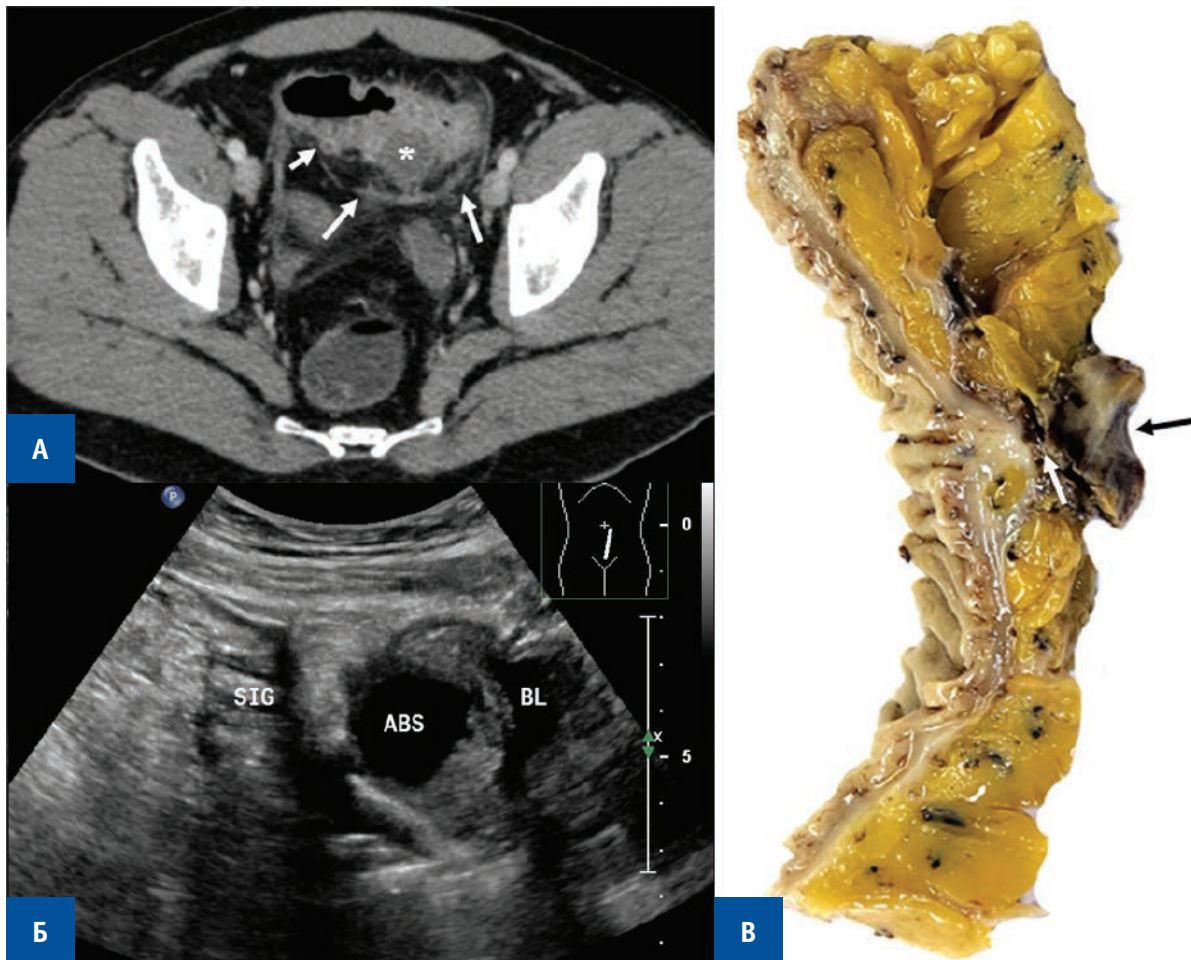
Paracolic infiltrate. А — CT of the pelvis with intravenous contrast in axial projection. In the distal third of the sigmoid colon, a thickening of the intestinal wall up to 1.5 cm is detected for 7 cm due to inflammatory changes with infiltration of paracolic fat, involvement of the pelvic peritoneum (long arrows) and the bladder wall (asterisk). Single diverticula (short arrows) are determined. Б — An echogram of the paracolic infiltrate in the pelvic cavity. Transvaginal examination, oblique section, where sig — an altered segment of the sigmoid colon, lov — the left ovary, d — an inflamed diverticulum. В — Macro-preparation of the removed sigmoid colon. The intestinal wall is thickened, the muscle layer is fragmented, pseudodiverticula (arrows) are revealed. There is a pronounced inflammatory infiltration with perifocal fibrosis in the mesentery tissue.
